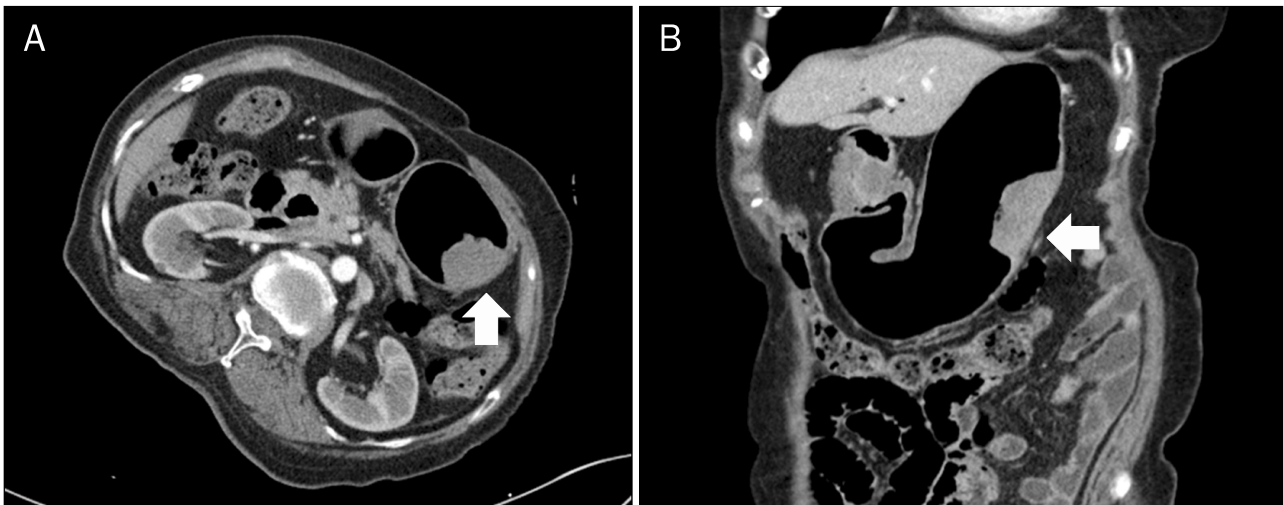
Three-dimensional abdominal CT findings. Axial (A) and coronal (B) view of abdominal CT shows 5.2×2.2 cm sized mural mass at great curvature of proximal body of stomach (arrows). There is no evidence of lymph node metastasis.
